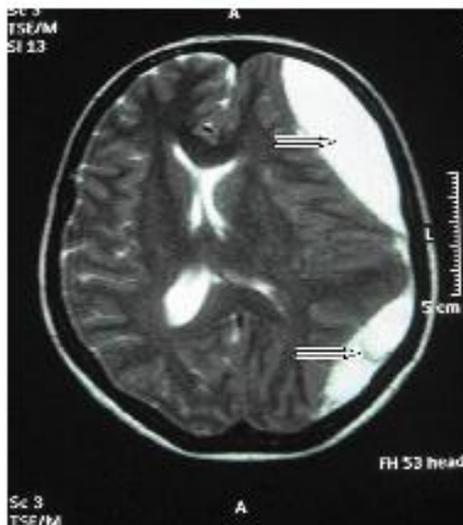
Ressonância Magnética do Crânio 42 dias Pós-anestesia Subaracnóideia mostrando a Imagem do Hematoma Subdural Crônico à Esquerda, com Desvio das Estruturas da Linha Média Intracraniana para Direita.
